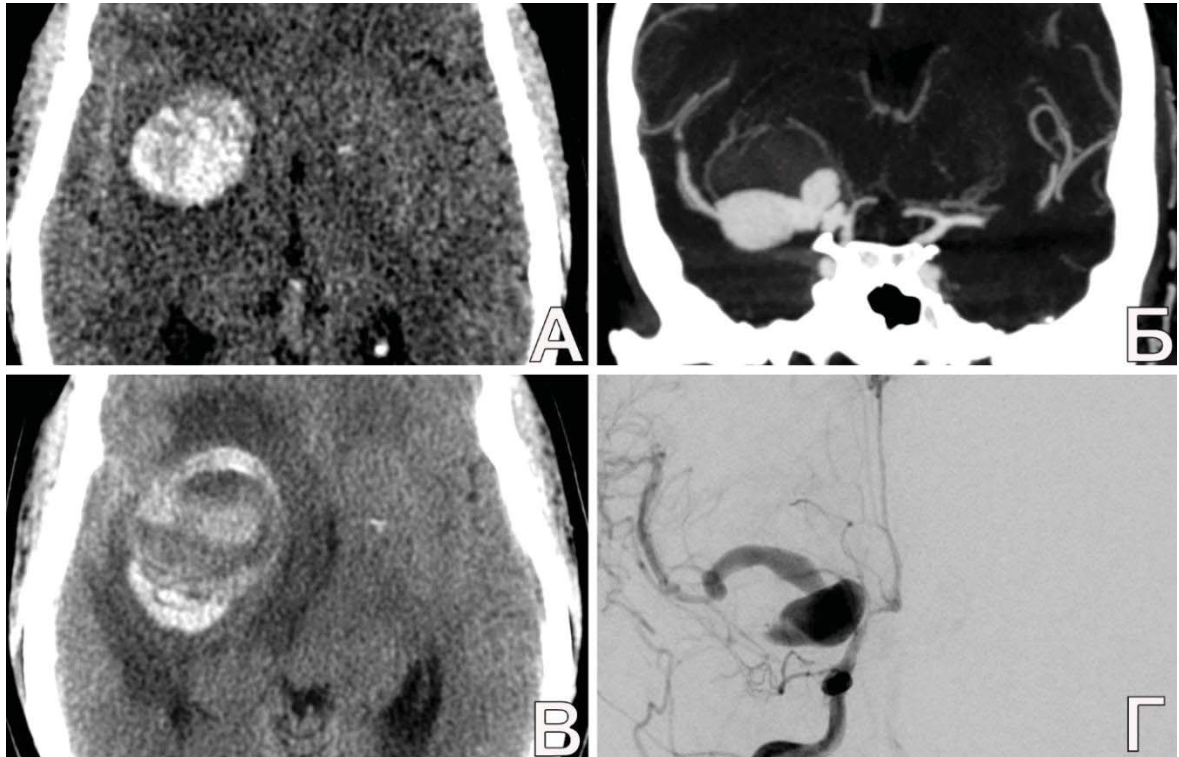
Повторное кровоизлияние из ГА М1-сегмента СМА справа в условиях меняющейся конфигурации тромба у пациентки П., 33 л. А. КТ головы: определяется гигантская ЧТА СМА с признаками САК в СЦ справа; Б. КТА: кровоток в полости гигантской ЧТА М1-сегмента определяется преимущественно по нижней стенке; В. КТ головы через 7 дней после предыдущего исследования: определяется повторное САК с перифокальным отеком; Г. ЦАГ через 7 дней после КТА: отмечено, что тромб в полости аневризмы поменял конфигурацию. Кровоток преимущественно осуществляется по верхней стенке ЧТА
